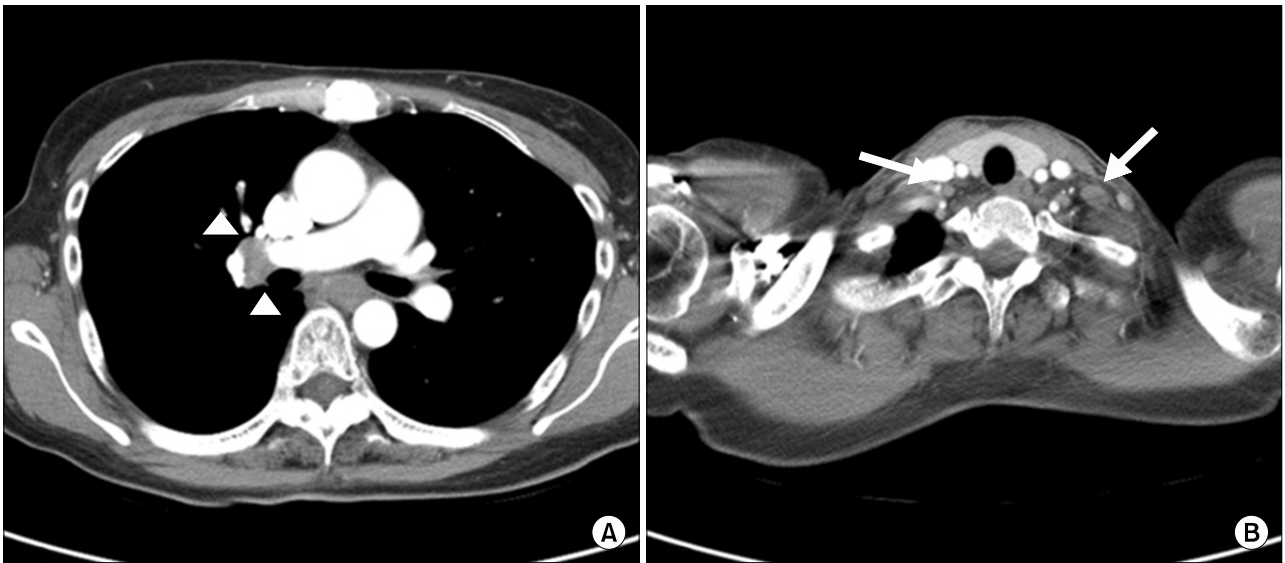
Chest CT scan showing right hilar, subcarinal lymphadenopathy (arrow head) (A) and left supraclavicular, right upper paratracheal lymphadenopathy (arrow) (B).
